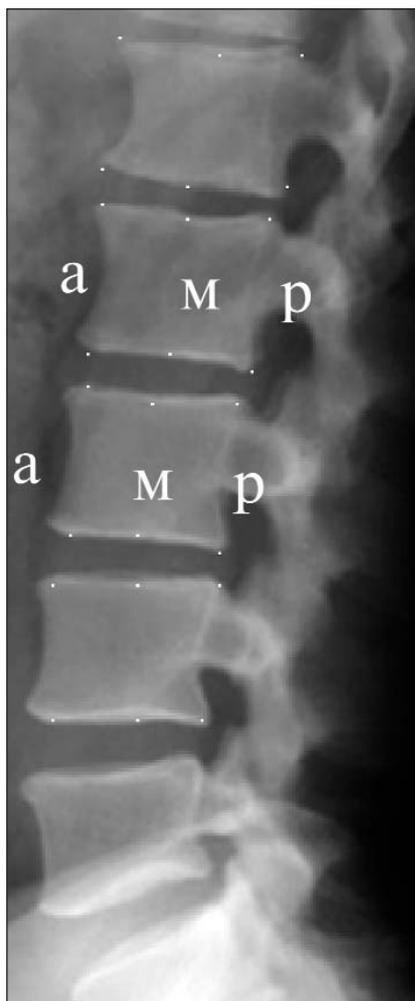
Рентгенограмма поясничного отдела позвоночного столба в боковой проекции с рентгеноморфометрической разметкой для определения размеров передних (а), средних (м) и задних (р) отделов тел позвонков
